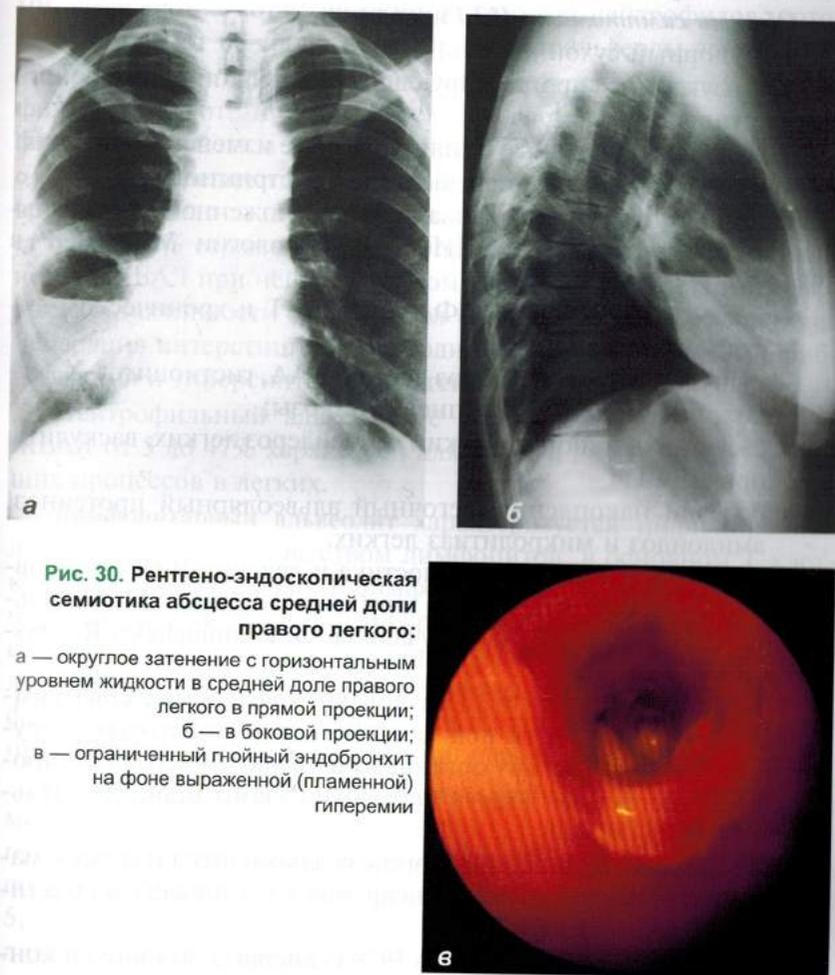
Рентгено-эндоскопическая семиотика абсцесса средней доли правого легкого:
